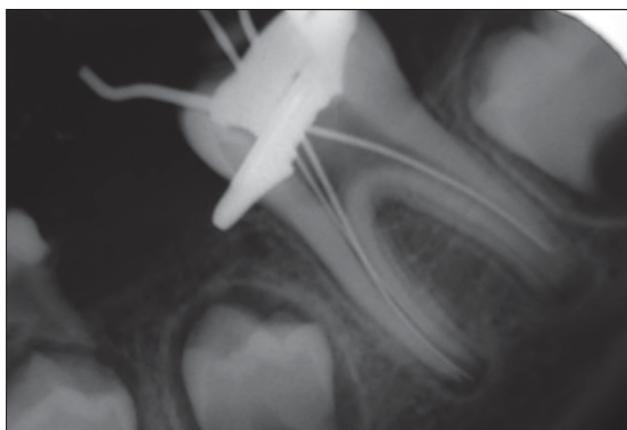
Radiografía periapical en la que se observa calibre y forma de los conductos.
